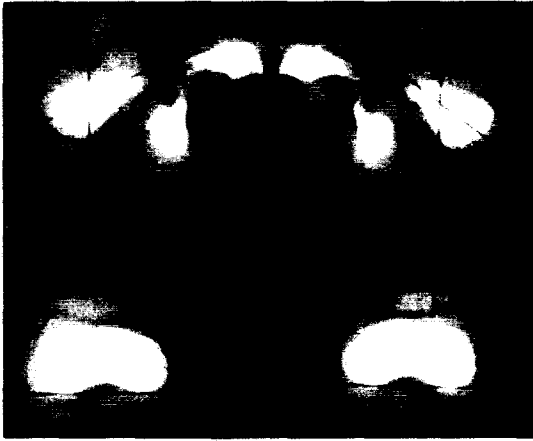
CT scan reveals of Femoral Anteversion
